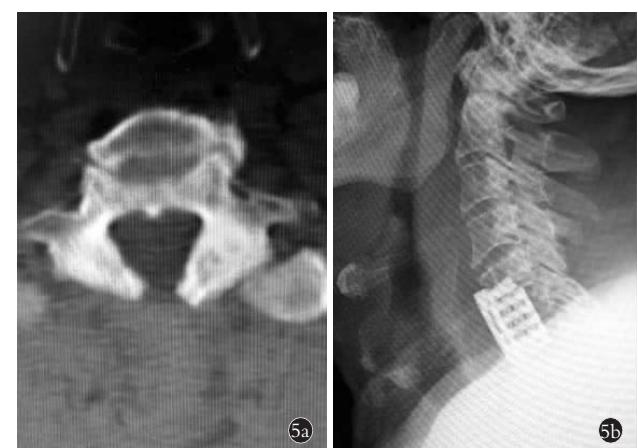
病例 9,男,59岁,多节段脊髓型颈椎病 5a. 行 LN 术后,CT 示椎板切除减压宽度不够 5b. 行 C<sub>6</sub> ACCF 翻修术后 X 线片
